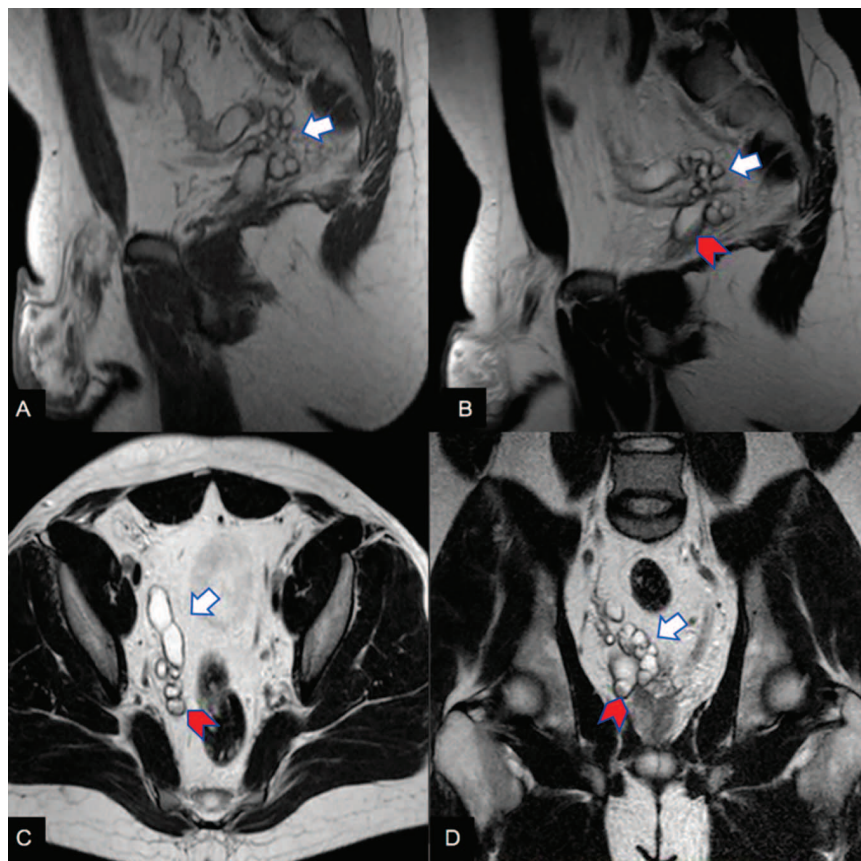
(A) Сагиттальная МРТ T1-ВИ: кистозное расширение правых семенных пузырьков (белая стрелка), с гиперинтенсивным сигналом на T1-ВИ, что указывает на высокое содержание белкового компонента. (B, C, D) Сагиттальные, аксиальные, коронарные срезы T2-ВИ МРТ: множественная кистозная дилатация правых семенных пузырьков (белая стрелка), с наличием уровней жидкости в некоторых из них (красная стрелка), расположенных близко друг к другу, распространяющаяся каудально в семенной канатик
